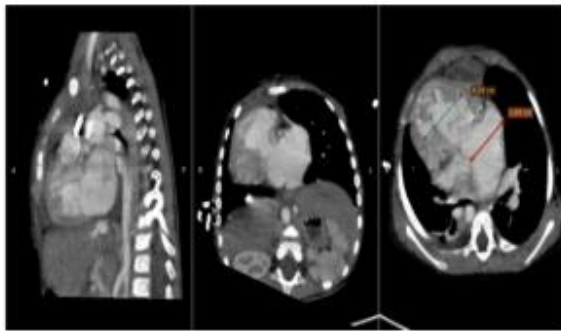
CT cardiac in sagittal, coronal, and axial sections showing dextrocardia accompanied by atrioventricular septal defect. The short axis length of the left ventricle is 4.43 cm and the short axis length of the right ventricle is 3.84 cm, and axial sections showing dextrocardia accompanied by atrioventricular septal defect
